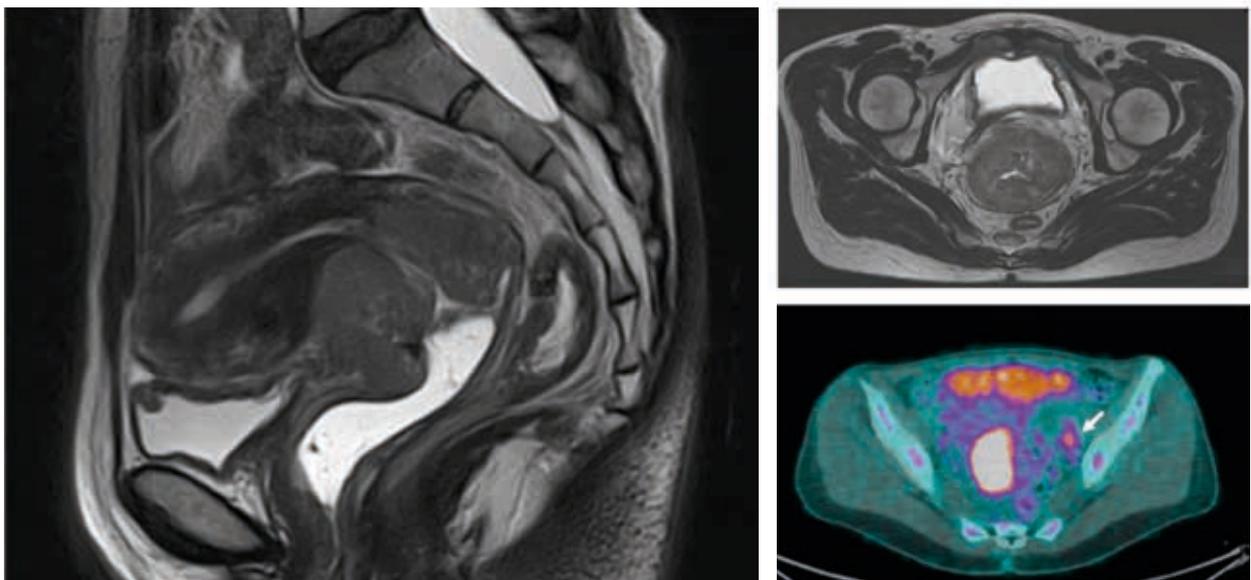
Bilan iconographique initial par IRM pelvienne et TEP-TDM (la flèche blanche indique la cible ilio-obturatrice gauche).
